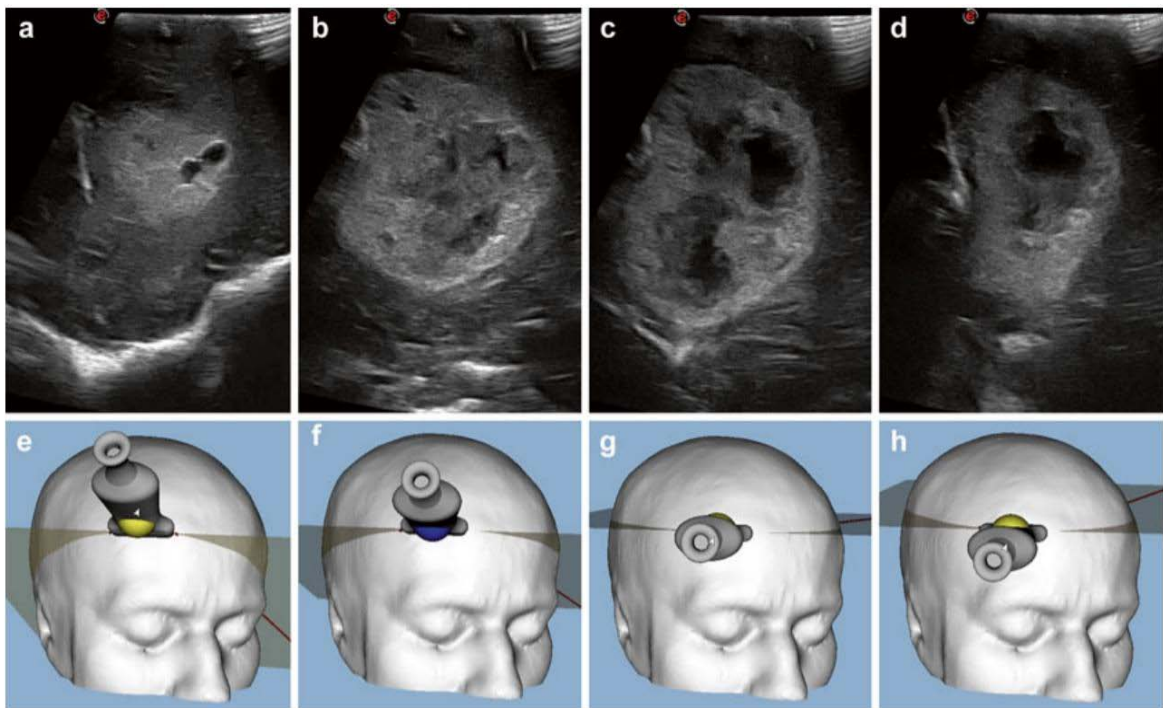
Inclinaison de la sonde. Images échographiques d'une métastase frontale droite, obtenues en inclinant la sonde (a – d). Dans le panneau inférieur, un modèle tridimensionnel représente l'orientation correspondante de la sonde (e – h) (89)
